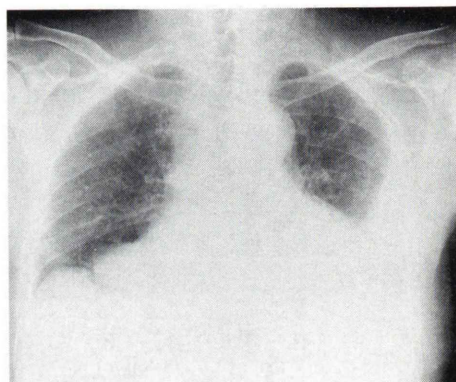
Chest plain X-ray film showing cardiomegaly (CTR=68%) and bilateral pleural effusion.
